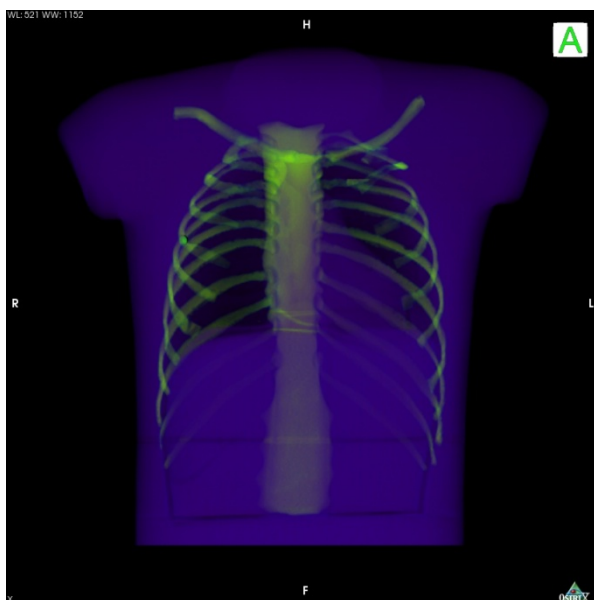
Semitransparente 3D-Darstellung der CT-Daten des Torso-Phantoms von vorne. Die Grauwerte wurden hier mit Hilfe einer Farbtabelle farbig interpretiert.
